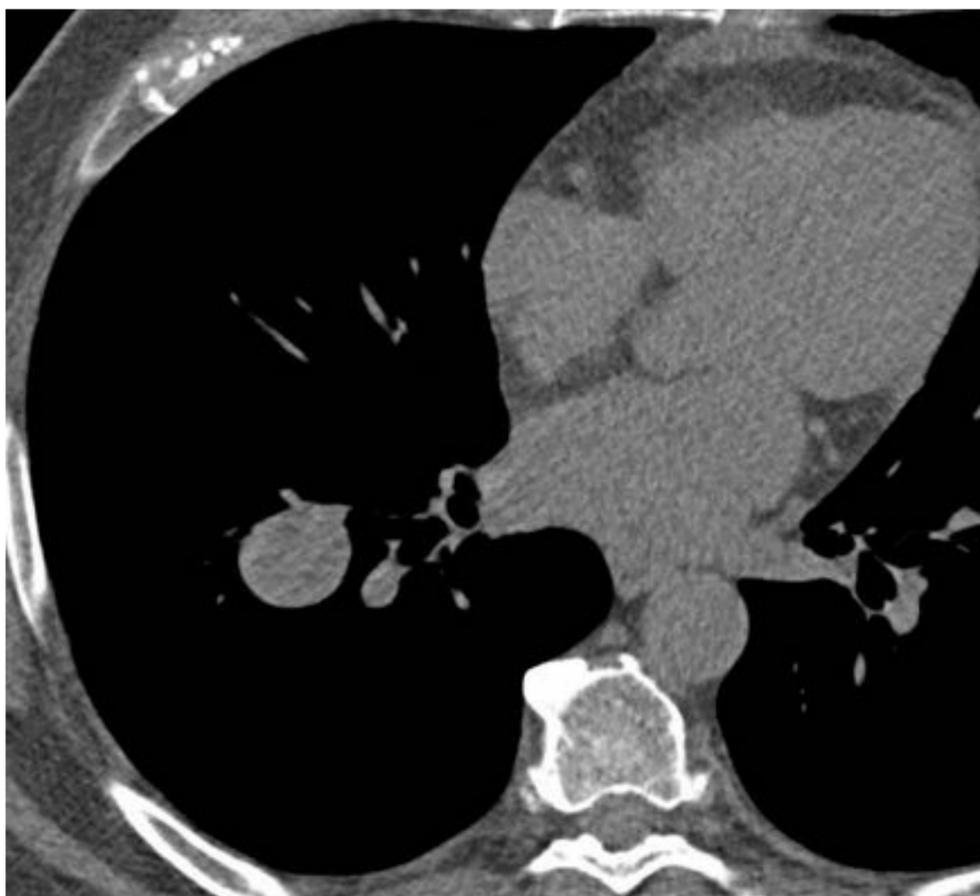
Hombre de 62 años. Incidentalmente se encontró un nódulo pulmonar solitario. La TC muestra un nódulo sólido y homogéneo, con márgenes circunscritos, en LID. El tumor sobresale en la luz de un bronquio segmentario.
